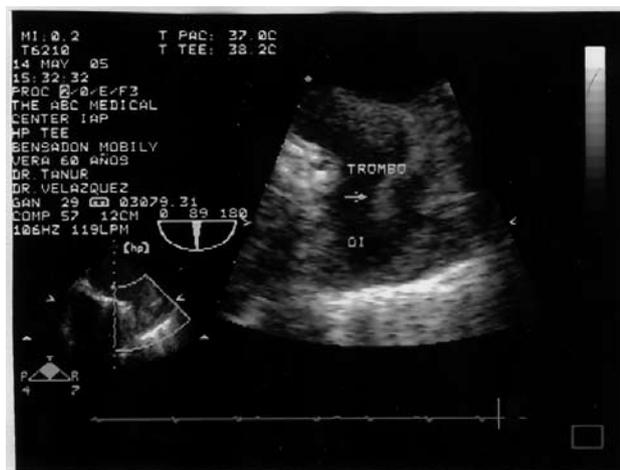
Ecocardiograma transesofágico que permitió la detección de un trombo en el ápex de la orejuela izquierda.
